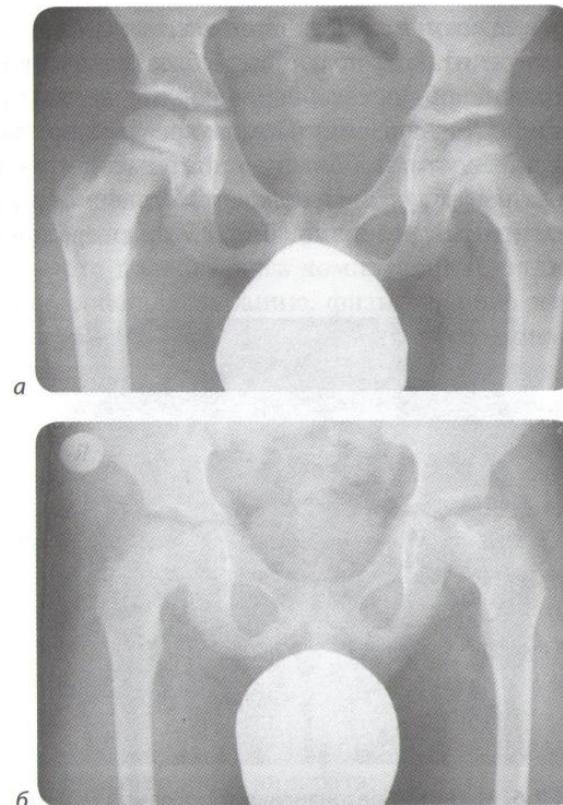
V стадия болезни Пертеса (а и б пояснены в тексте). Рентгенограмма
